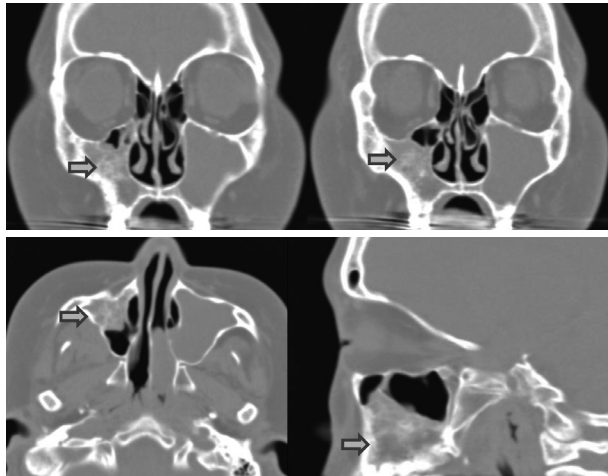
Coronal, axial and sagittal CT image shows honey comb shaped bony lesion in the right maxillary sinus (arrow).
